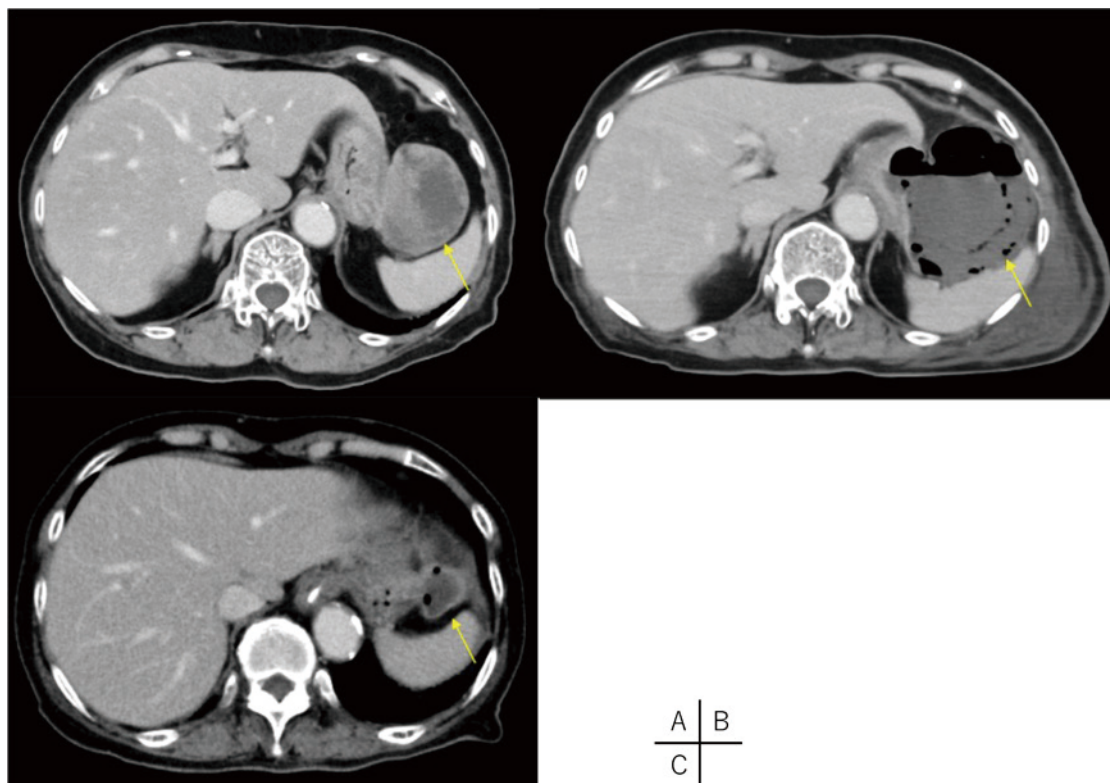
腹部造影 CT 検査 (A：感染前，B：感染直後，C：保存的加療後)
